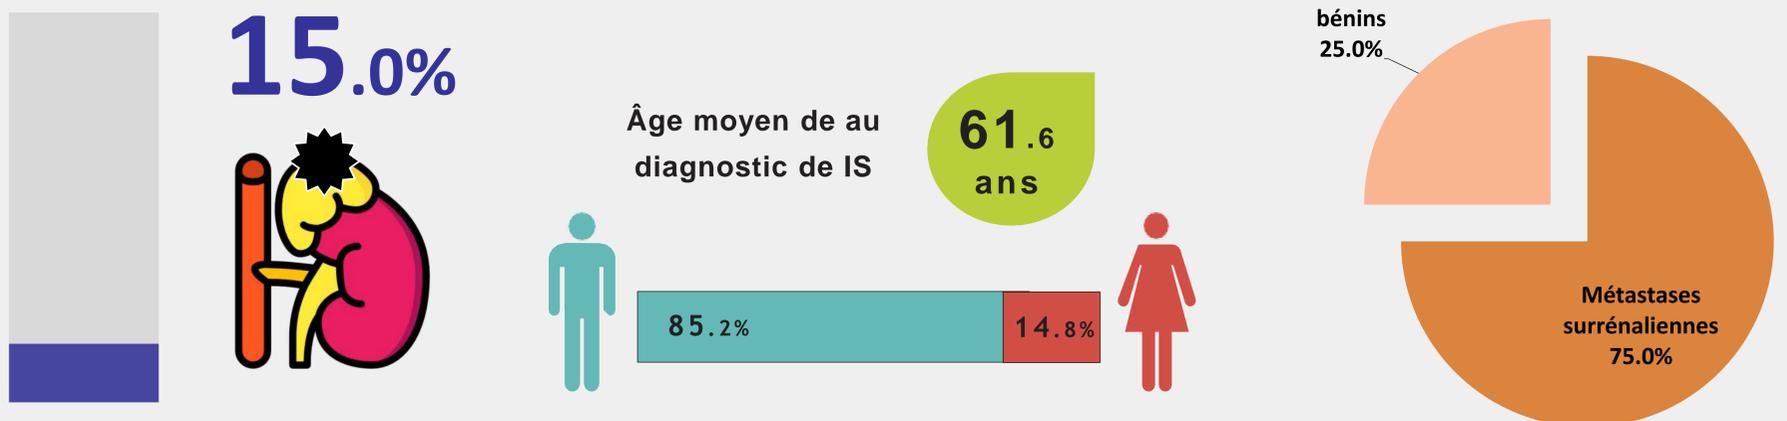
Prévalence des HMS chez les patients ayant bénéficié d'une ¹⁸FDG TEP/TDM
